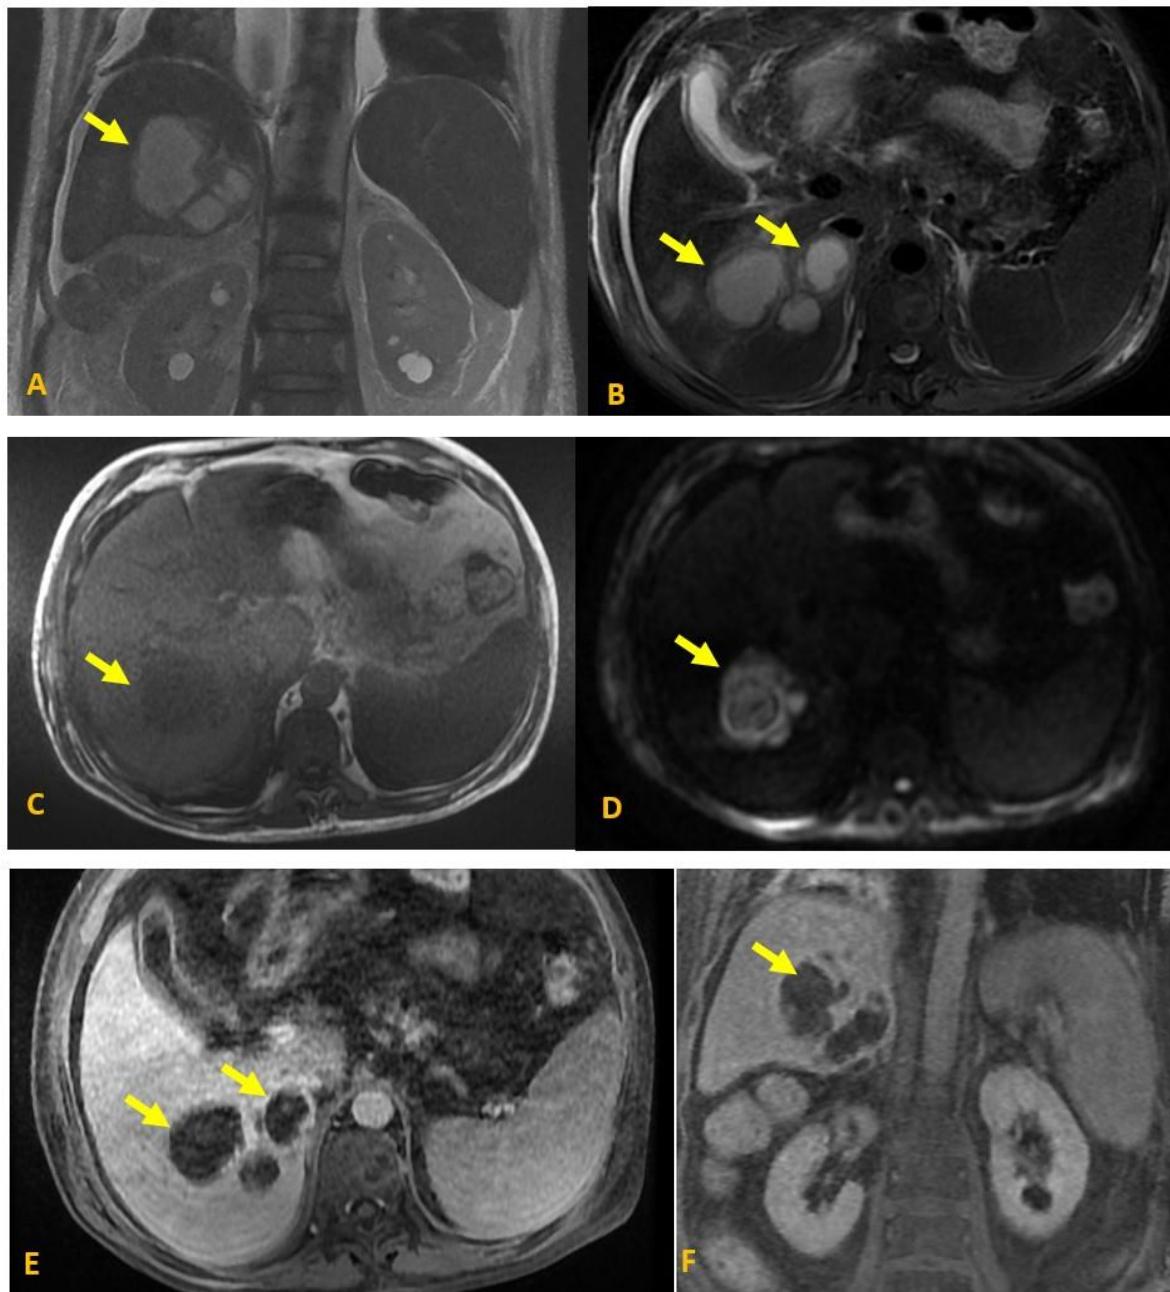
IRM en séquences T2 coronale (A) et axiale (B), T1 axiale (C), de diffusion (D) et T1 FAT SAT après injection de gadolinium axiale et coronale (E et F), objectivant une collection hépatique multiloculée, du segment VII et VI, en hyposignal T1, hypersignal T2 et diffusion, rehaussée en périphérie après injection de produit de contraste.
